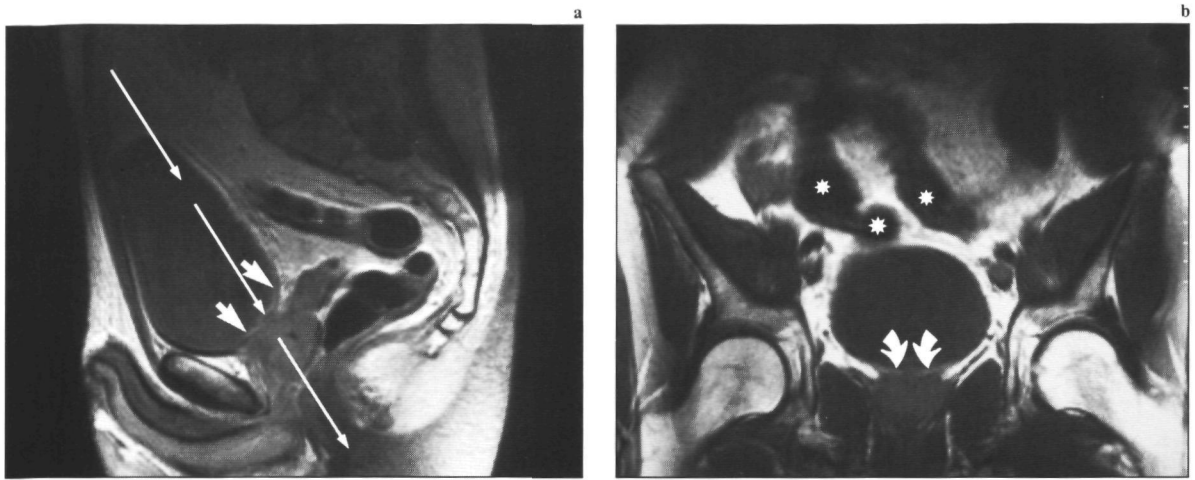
(a) Op de sagittale MRI-opname (1,5 T; SE2000/30/2) is een dunne heldere lijn zichtbaar ter plaatse van de urineblaasbodem: mucosa oedeem c.q. haemorrhagie (pijlen). De prostaat bevindt zich iets dorsaal van de blaasbodem. Op de sagittale opname zijn de prostaat en vesiculae seminalis af te grenzen van het rectum. (b) Op de geanguleerde MRI-opname (1,5 T; SE/750/30/4) is de blaasbodem dankzij een dun ertussen gelegen vetlaagje afgrensbaar van de prostaat (gebogen pijlen). De angulatierichting is aangegeven op (a)(lange pijlen). Er is een zeer nauwe relatie tussen darmen (*) en blaaskoepel.
